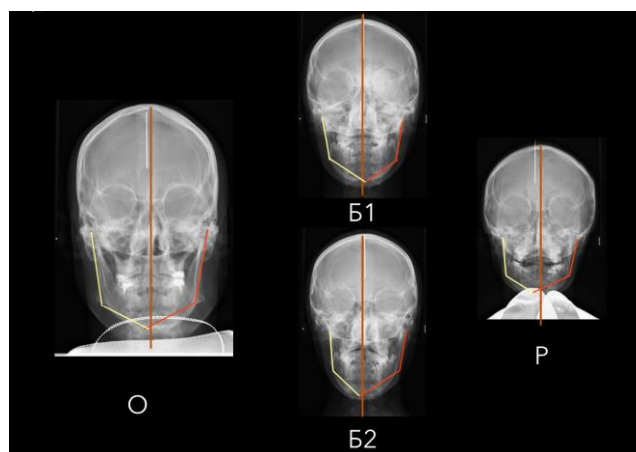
Асимметрия значений углов Go на телерентгенографии (ТРГ) в прямой проекции у отца и его дочерей
